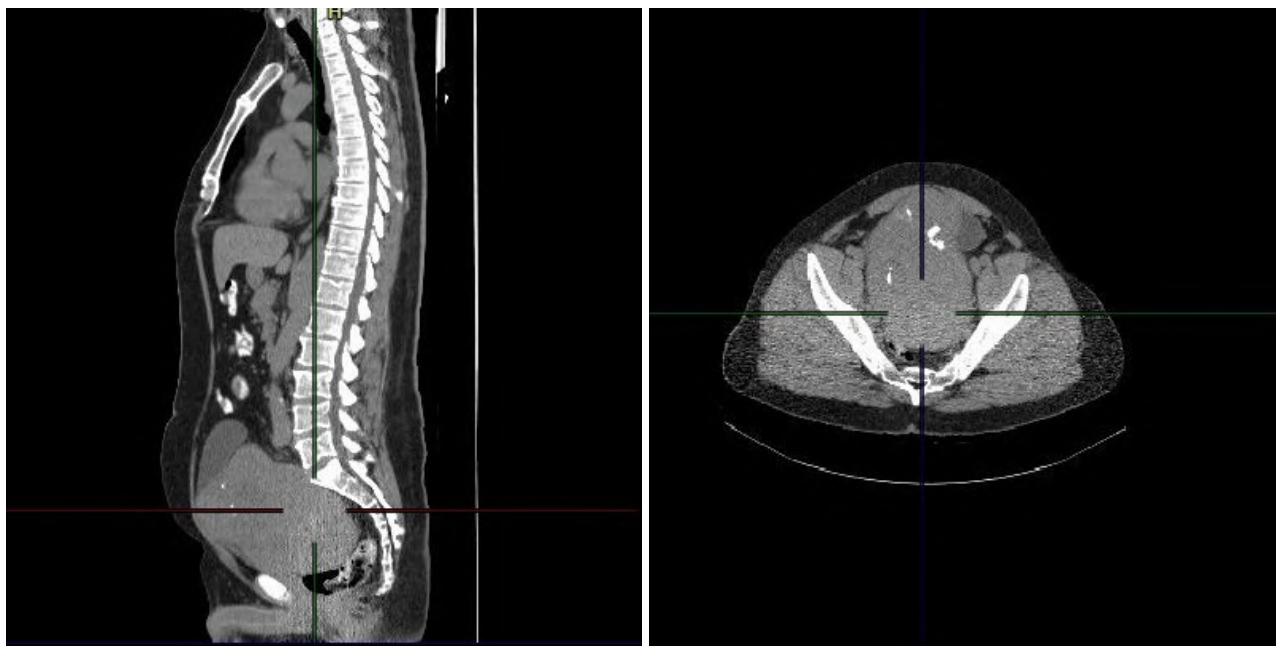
КТ ОГК, ОБП и МТ с контрастированием
